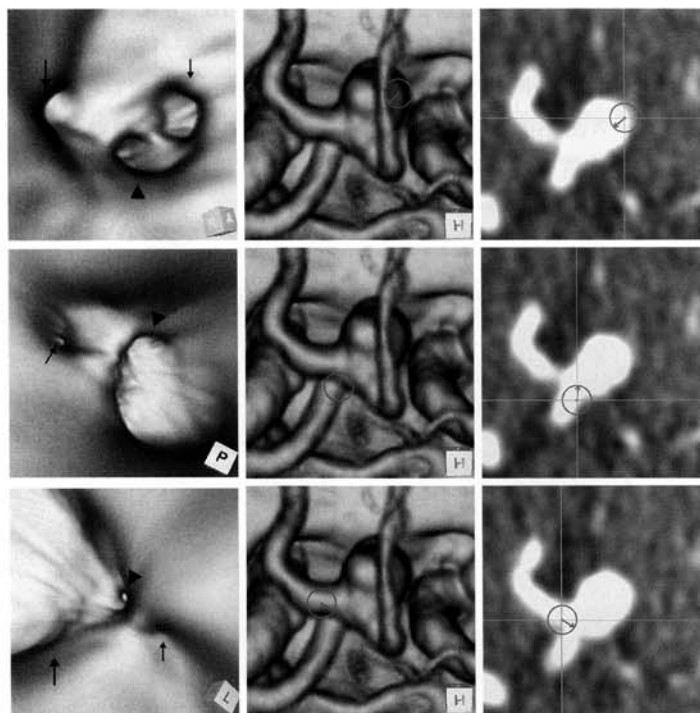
未破裂前交通動脈瘤例の三次元造影 CT 画像
